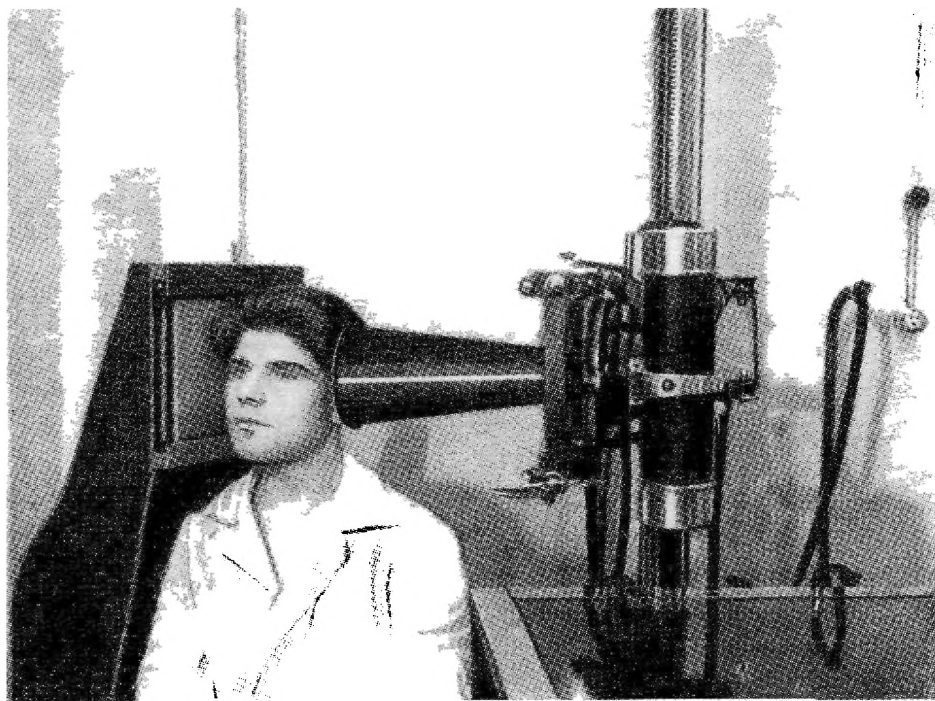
Рентгенография глаза при сидячем положении раненого (боковой снимок).
